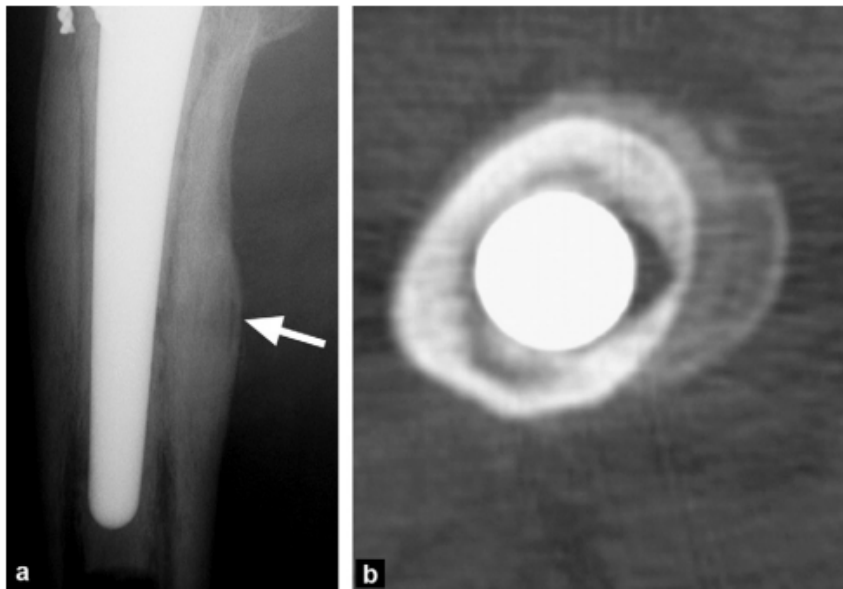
(a) Radiographie et (b) coupe axiale TDM de la queue d'une tige prothétique objectivant des appositions périostées(95)
